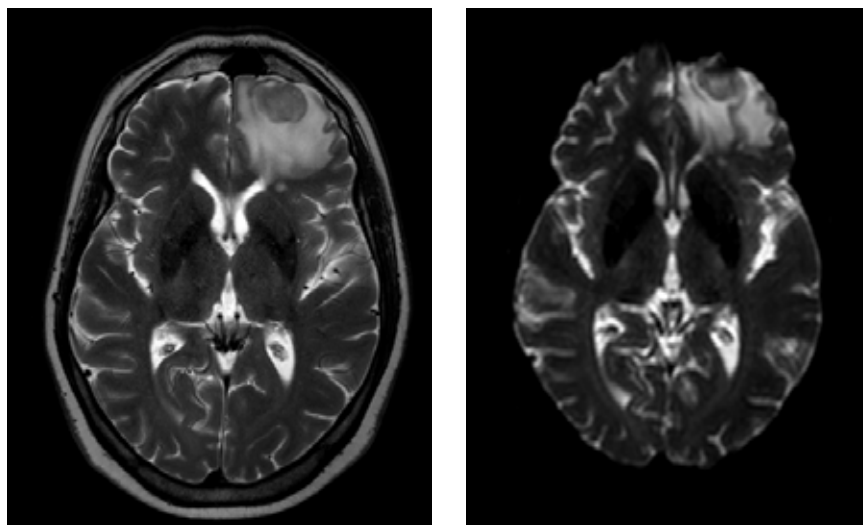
МРТ-головного мозку (20.03.2023 р.) пацієнта К., аксіальні зрізи, T1 та DWI режими. Збільшення розмірів утворень і поява значного перифокального набряку в лівій лобній частці
